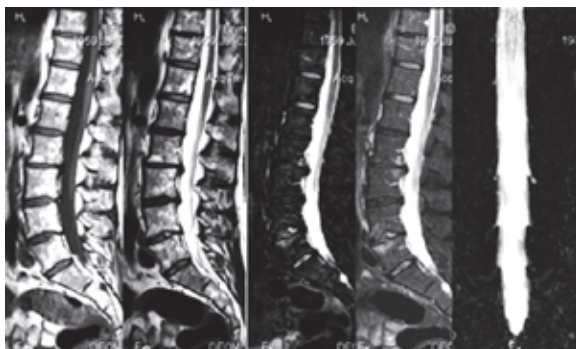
МРТ поясничного отдела позвоночника в сагиттальной плоскости одной пациентки, произведенные при различных импульсных последовательностях (слева направо) – T1-, T2ВИ, изображения STIR и F/sat, а также миелограмма во фронтальной плоскости
